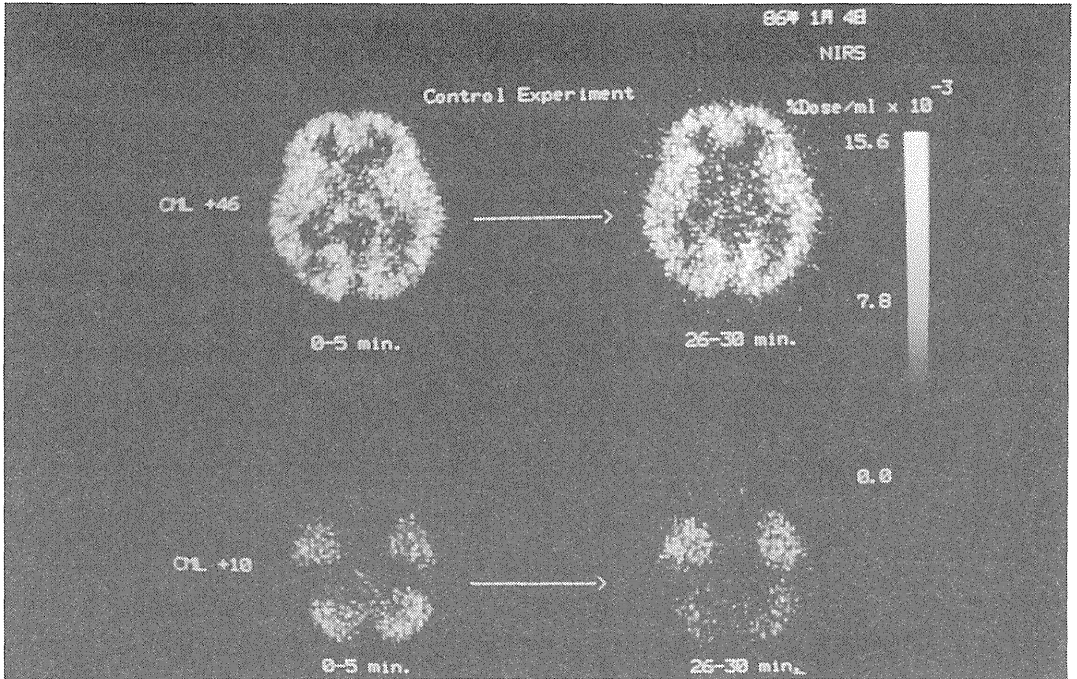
$[^{11}\text{C}]$ Ro15-1788 を健常成人(被験者4)に静脈投与したときの経時的なポジトロンCTの画像。左の画像は静脈投与後最初の5分間の画像であり、右の画像は静脈投与後26-30分後の画像である。後半の画像では、知られているベンゾジアゼピン受容体の分布とおおよそ一致する ^{11}C 分布を示している。
